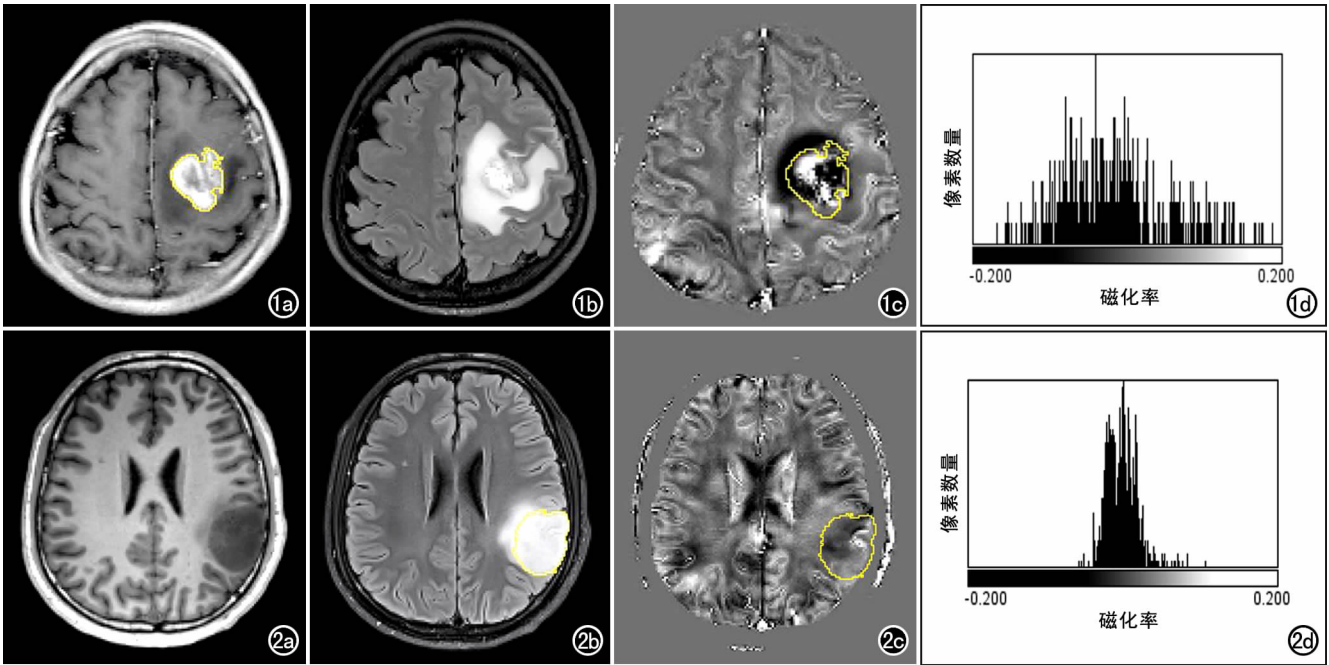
女,40 岁,左侧额叶胶质母细胞瘤,IDH 野生型;a)T₁WI 增强扫描示病灶呈明显不均匀强化,黄线为沿肿瘤边缘勾画的 ROI;b) T₂-FLAIR 图像示病灶呈不均匀高信号,周围水肿呈明显高信号;c)QSM 图示病灶内高信号(出血)和低信号(钙化)混杂分布;d)QSM 直方图。 图 2 男,36 岁,左侧颞顶叶星形细胞瘤,IDH 突变型(2 级)。a)T₁WI 示病灶呈均匀低信号;b) T₂-FLAIR 图像示病灶呈均匀高信号,黄线为沿肿瘤边缘勾画的 ROI,周围水肿呈高信号;c)QSM 图示病灶内有少量高信号(出血);d)QSM 直方图。
